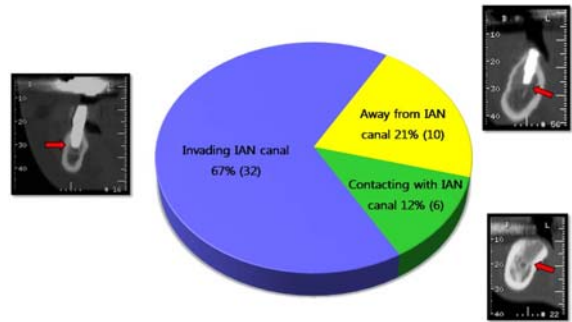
Invasion level to inferior alveolar nerve(IAN) canal in CT scan
